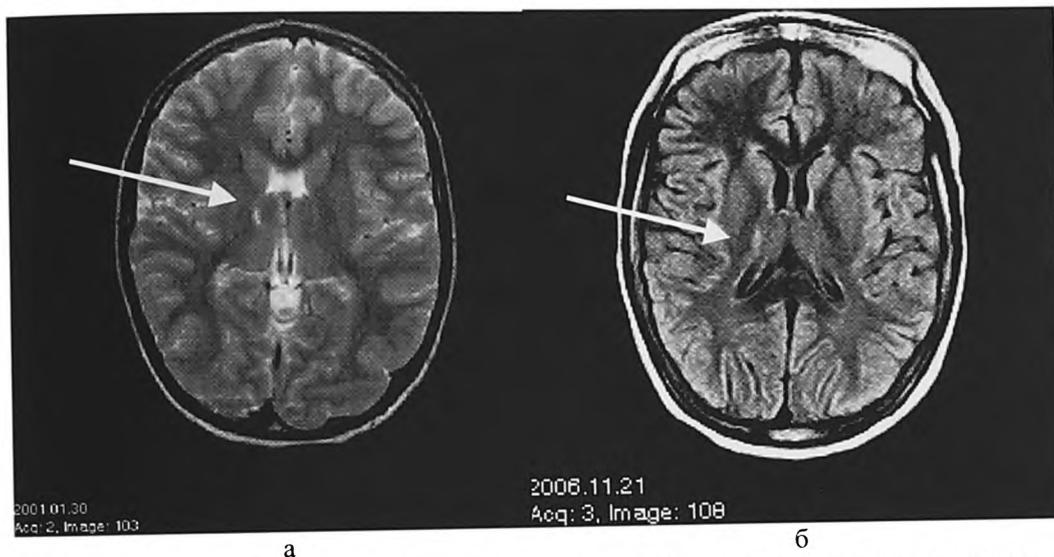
МРТ пациента с синдромом Кожевниковской эпилепсии (очаг подкорковой области справа)
